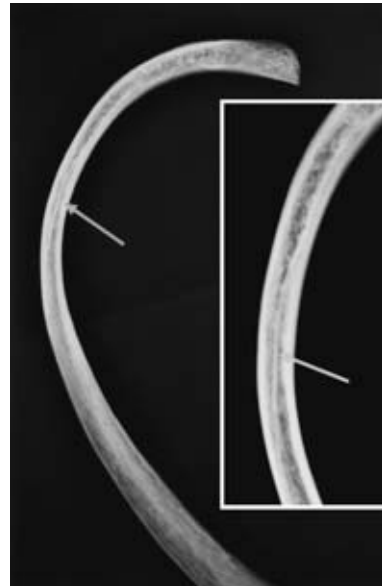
Digital radiograph of right 6th rib. The arrow indicates the inferior margin of the rib superimposed on body of the rib.
